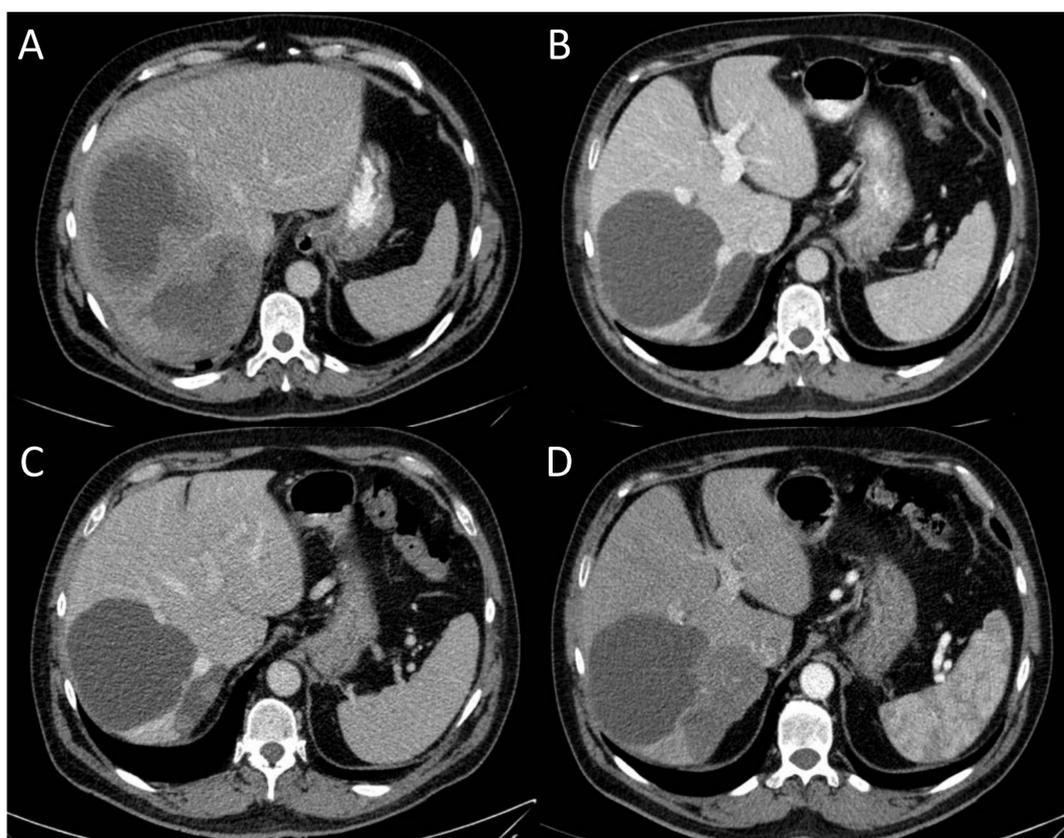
TC de abdomen con contraste intravenoso en paciente con GIST metastásico en tratamiento con Imatinib. A) Estudio inicial. B) Control 4 meses. C) Control 10 meses. D) Control 17 meses. En el estudio inicial (A) se aprecian dos LOES hepáticas de gran tamaño, con área central necrótica y tenue realce periférico en relación con metástasis. En el estudio de control a los 4 meses tras el tratamiento con Imatinib (B) se observa disminución de tamaño de las metástasis, con mayor necrosis de las mismas presentando un contorno bien delimitado en relación con respuesta parcial al tratamiento. En el estudio de control a los 10 meses (C) se identifican dos pequeñas lesiones nodulares de nueva aparición y que realzan con el contraste en el interior de una de las metástasis en relación con progresión de la enfermedad. Por último en el estudio de control a los 17 meses (D) se evidencia crecimiento de dicha lesión en relación con progresión de la enfermedad.
